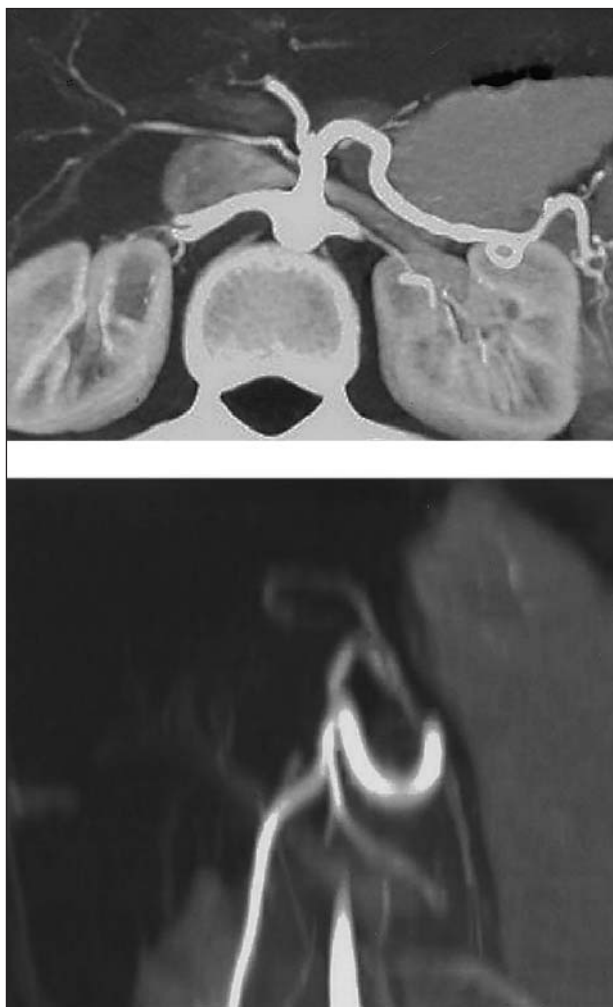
Angio-TC del donante "dominó" con doble variante arterial: arteria hepática derecha-rama de la arteria mesentérica superior (foto superior) y arteria hepática izquierda-rama de la arteria coronaria (foto inferior).
